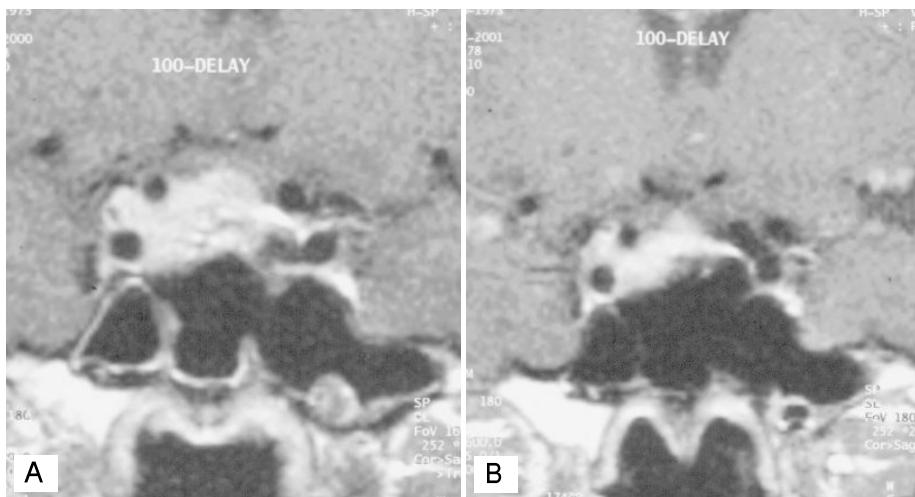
(A) T1-weighted Gd-enhanced coronal MR image obtained in a 27-years-old man with pituitary adenoma. He underwent FSRT to deliver 30 Gy/10 fx on the 85% isodose surface. (B) The 4-month follow-up MR image shows the shrinkage of tumor.
